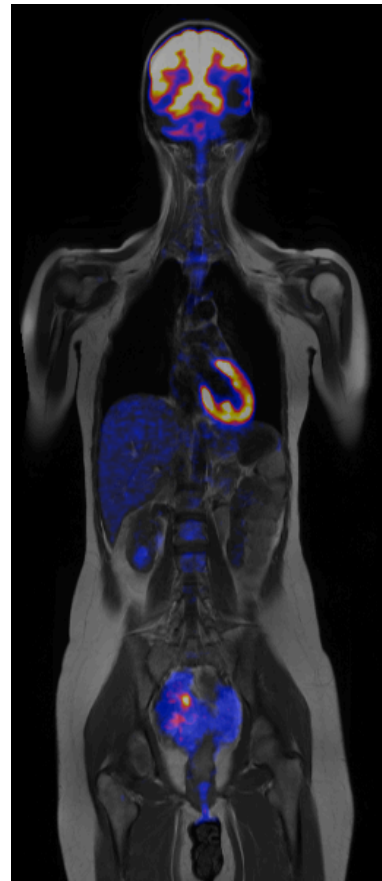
coronares PET/MRT-Schnittbild
